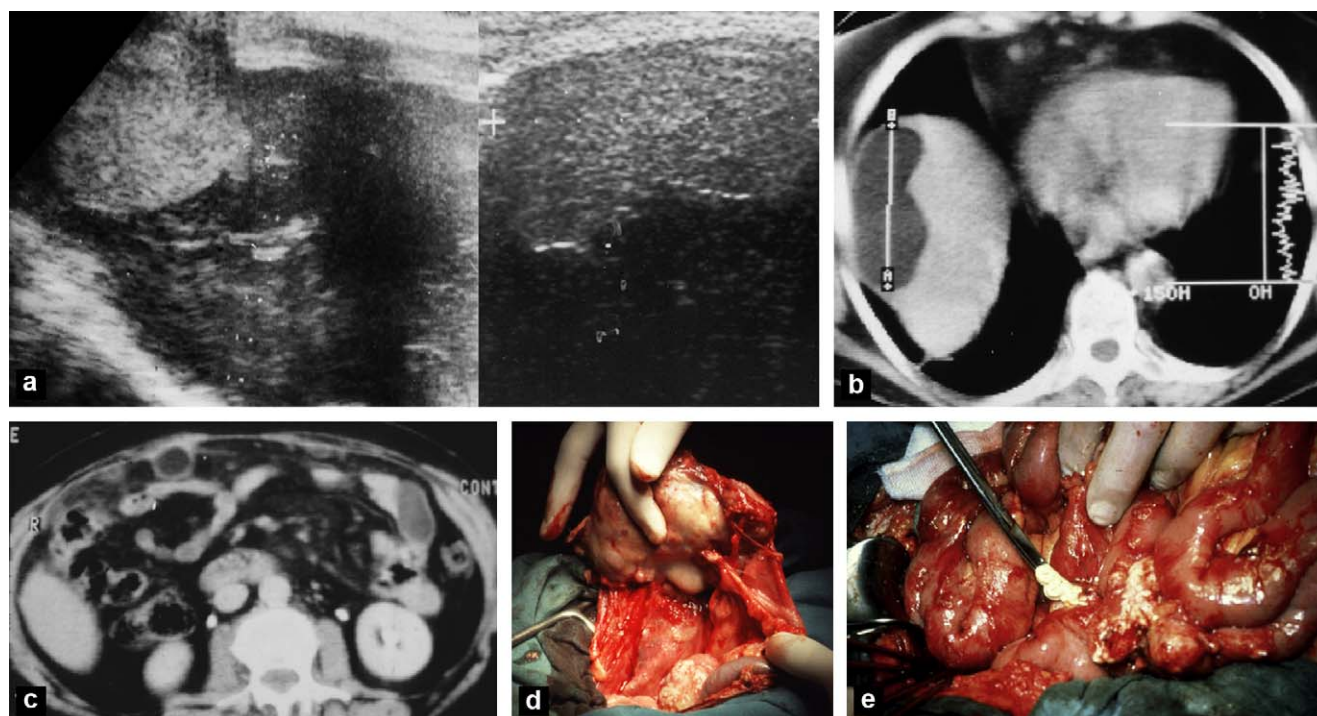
Kystes dermoïdes parasitiques du péritoine avec aspect de pseudocarcinose péritonéale. a : image échographique hyper-échogène d'apparence sous-capsulaire hépatique ; b : au scanner, aspect analogue : image de collection sous-capsulaire du foie à contenu hypodense ; c : multiples collections du grand omentum et du mésentère à contenu hypodense et infiltration péritonéale simulant une carcinomatose ; d, e : aspects peropératoires de kystes dermoïdes parasitiques disséminés du péritoine.
